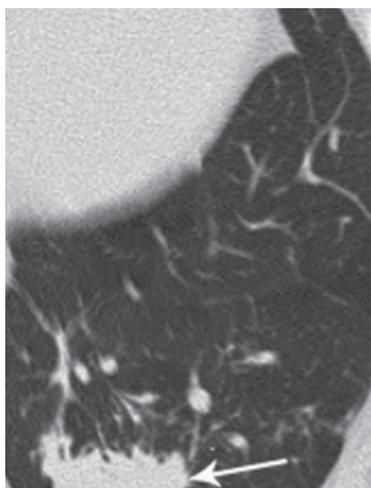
МСКТ больного П. Плотная очаговая тень (стрелка) в нижней доле левого легкого.
